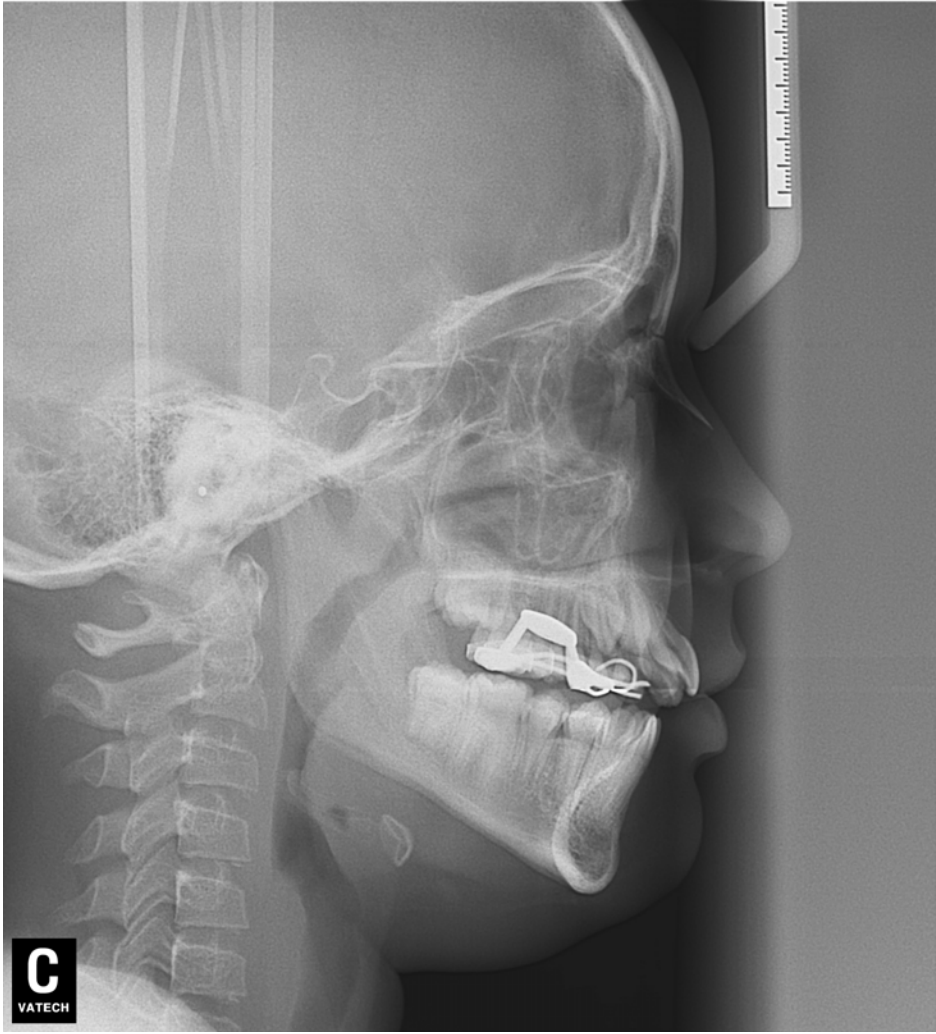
Telerradiografia Pós ERM
